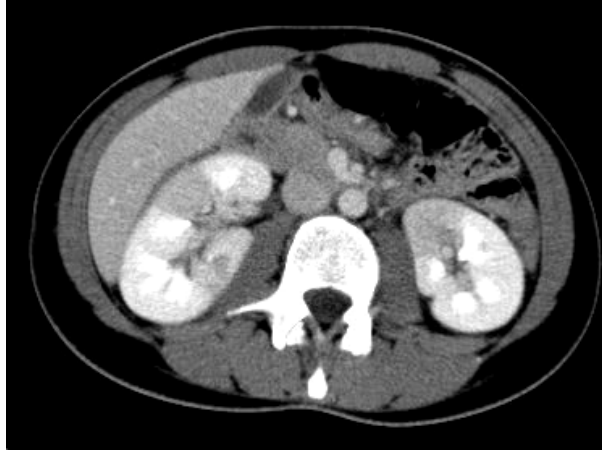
Tomografía computarizada de abdomen con contraste (fase excretora) que muestra áreas de hipoperfusión renales compatibles con infartos bilaterales.
